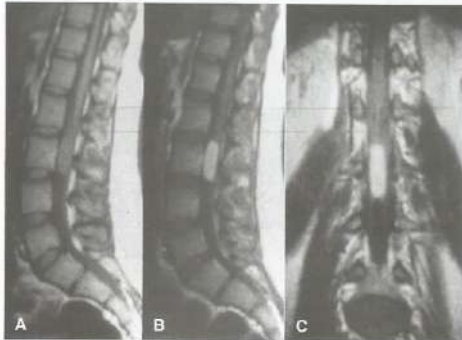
RM da coluna lombar demonstrando ependimoma no cone medular. A, Seqüência sagital ponderada em T1 com massa iso-intensa no cone medular; B, plano sagital pós-gadolínio, observando-se intensa impregnação; C, plano coronal pós-contraste mostrando a lesão.
